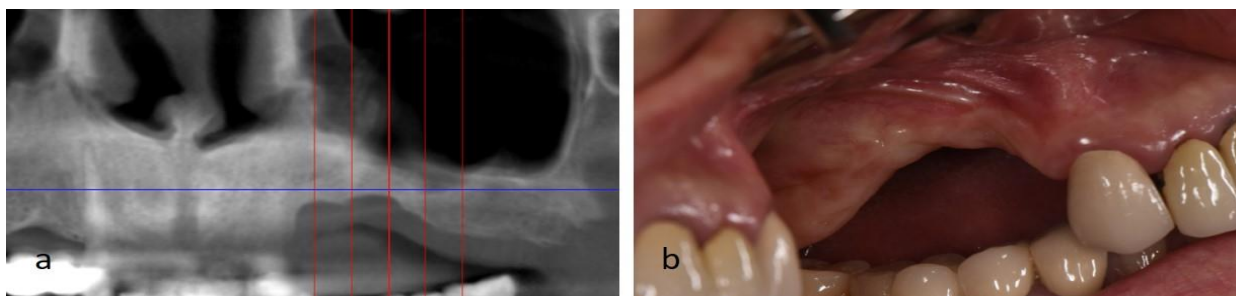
Pacient B. Pneumatizarea sinusului maxilar și atrofia verticală a crestei alveolare: fragment din CBCT (a); aspectul intraoral – imagine în oglindă (b)
